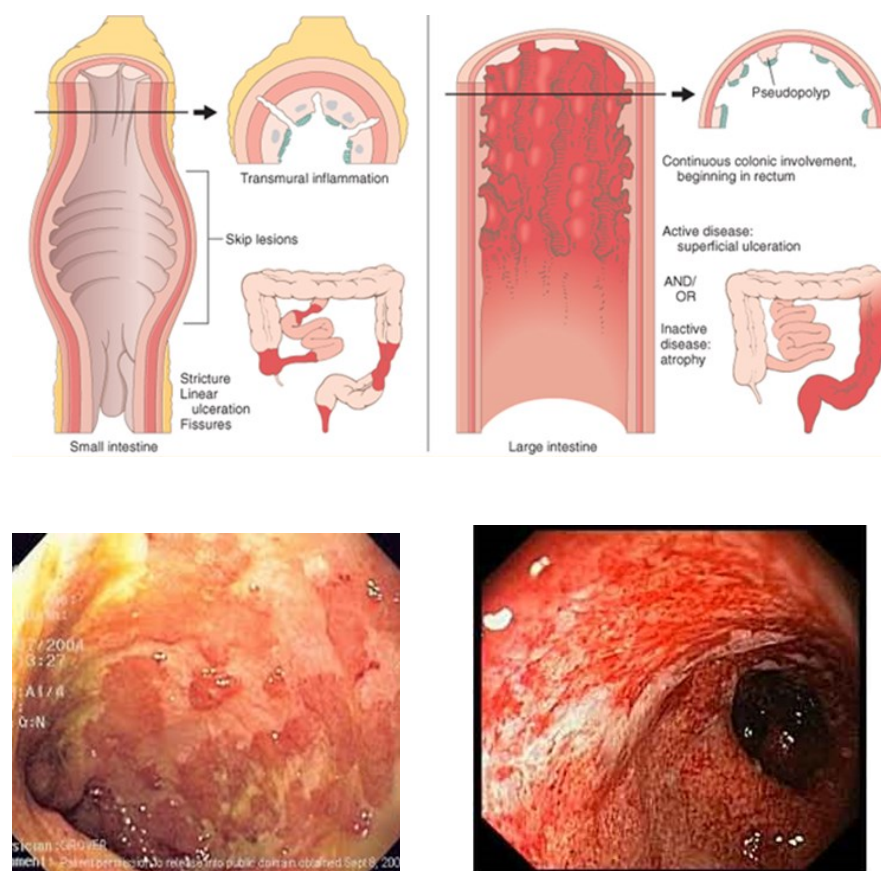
LOCALISATION ET ASPECTS ENDOSCOPIQUES DE LA MALADIE DE CROHN (A GAUCHE) ET DE LA COLITE ULCEREUSE (A DROITE)
